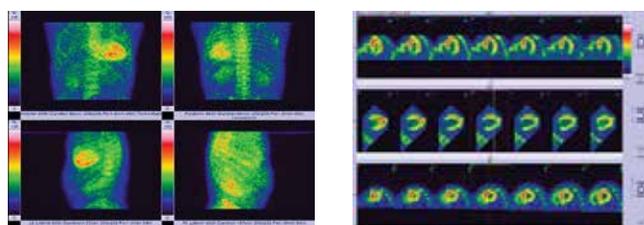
(А, Б). Планарная скитиграфия (А) и однофотонная эмиссионная компьютерная томография сердца (Б).
